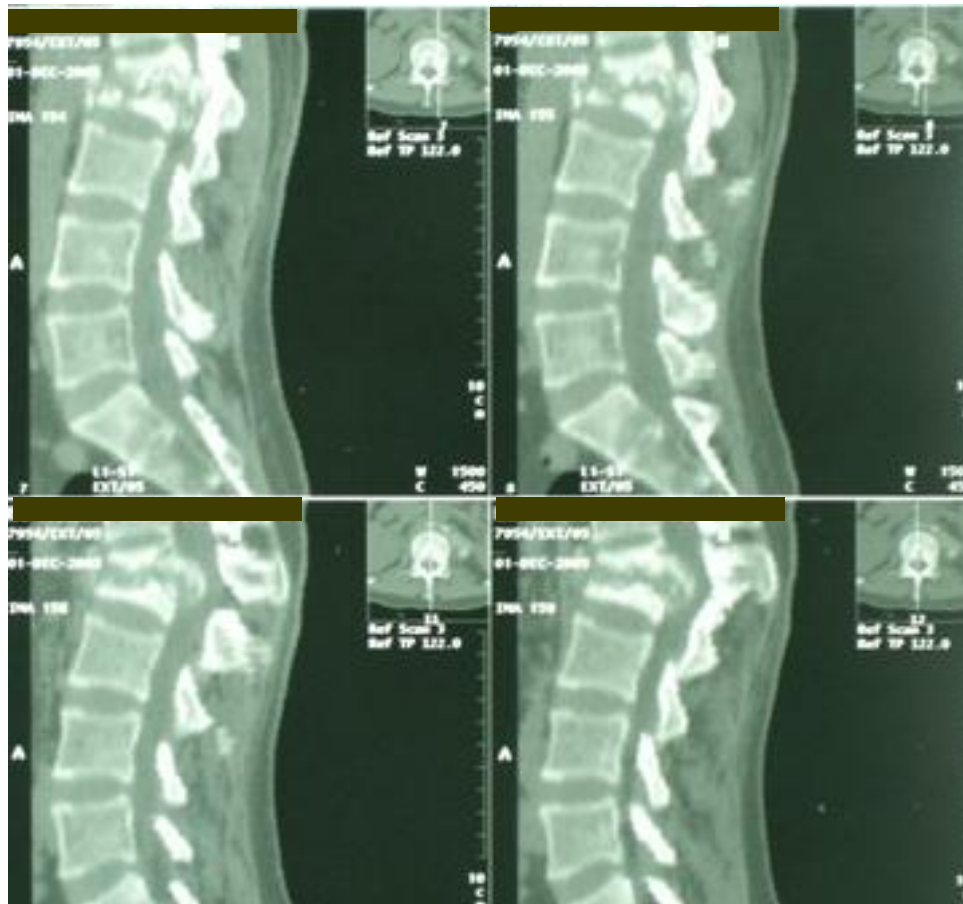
Image de coupes sagittales de TDM montrant une SPD de L1-L2.
